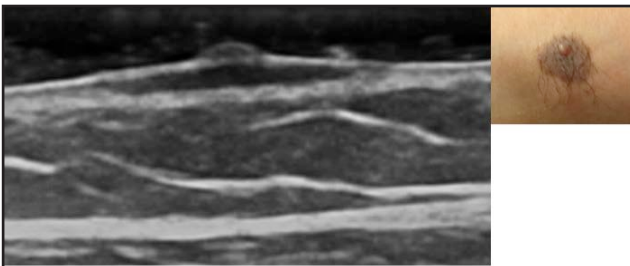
Nevus congénito. Lesión intradérmica, ovalada, bien definida, hipocogénica sin señal Doppler color y con presencia de un nódulo epidérmico de pequeño tamaño.
